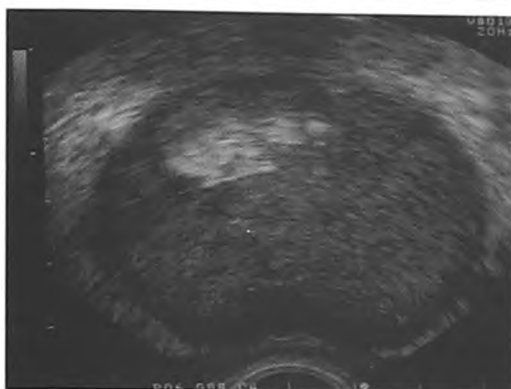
Случай № 3. ГФ, как осложнение острого гнойного простатита. Трансректальное УЗИ. Увеличение, отек, нарушение зональной дифференцировки простаты. Острый простатит.
